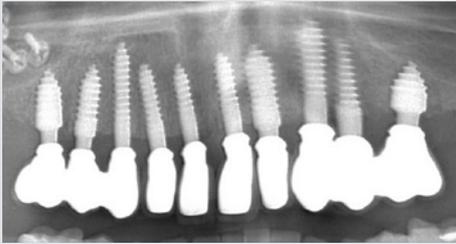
10-Jahres-Röntgenkontrolle von einteiligen Champions-Titanium-Implantaten, die – da Einzelversorgungen und Sofortimplantate – erst acht Wochen post OP mit definitivem Zahnersatz versorgt wurden.
